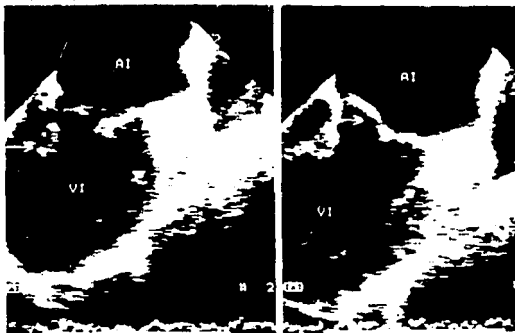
Ecocardiograma transesofágico en el plano longitudinal. A) en diástole, se identifica el músculo papilar posteromedial (flecha) con movilidad amplia. B) en sístole, la imagen del músculo posteromedial se ve en un ángulo poco usual, con gran movilidad y parte de la valva anterior se prolapsa (flecha) hacia la aurícula izquierda. A = diástole, AI = aurícula izquierda, VI = ventrículo izquierdo.
